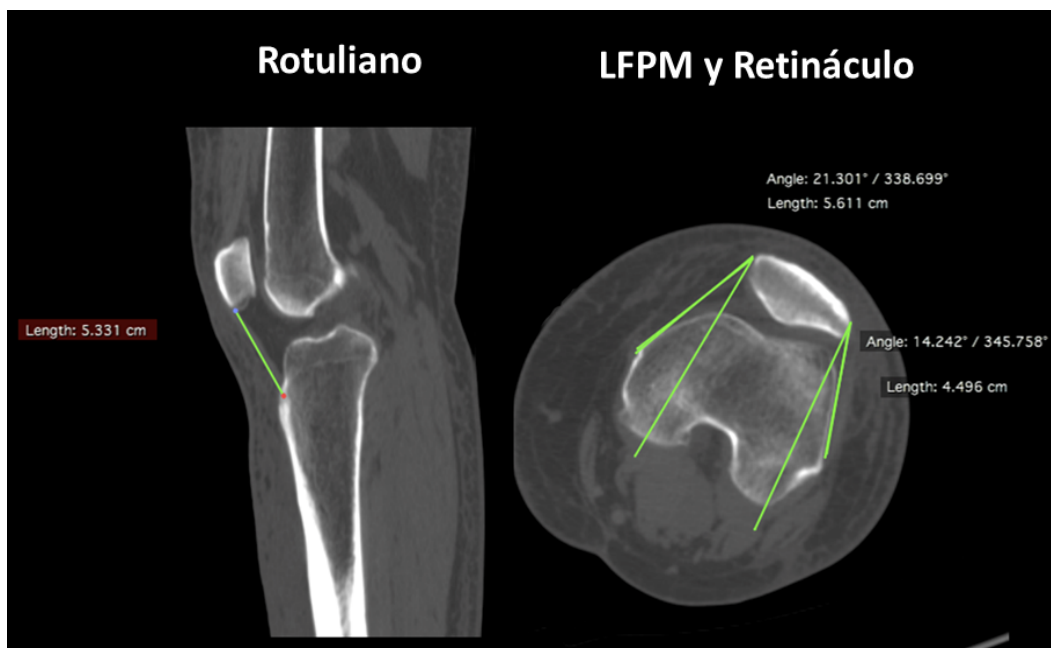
Estudio de TAC del voluntario sano de medidas antropométricas conocidas para la obtención de la disposición espacial y las medidas anatómicas de las tres estructuras anatómicas de interés; tendón rotuliano, LFPM y retináculo lateral
